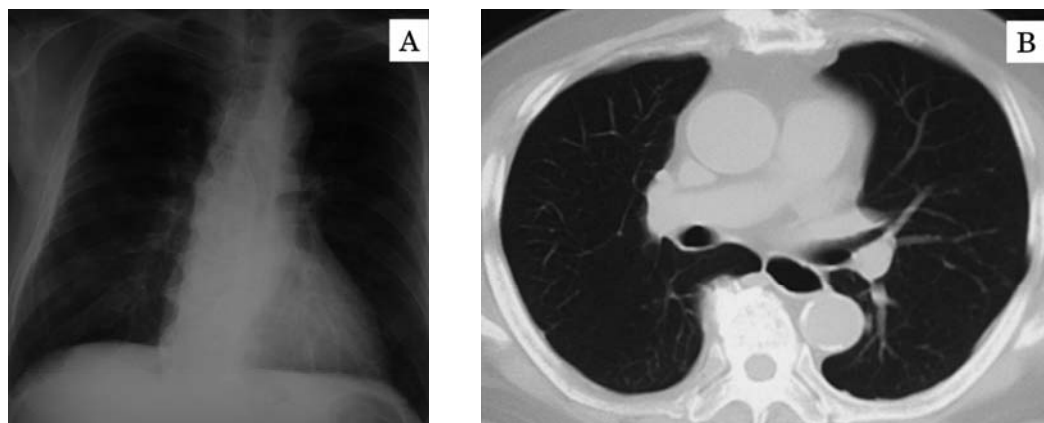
After 5 months administration of interferon-alpha, chest CT scan showed complete remission of lung metastases.
